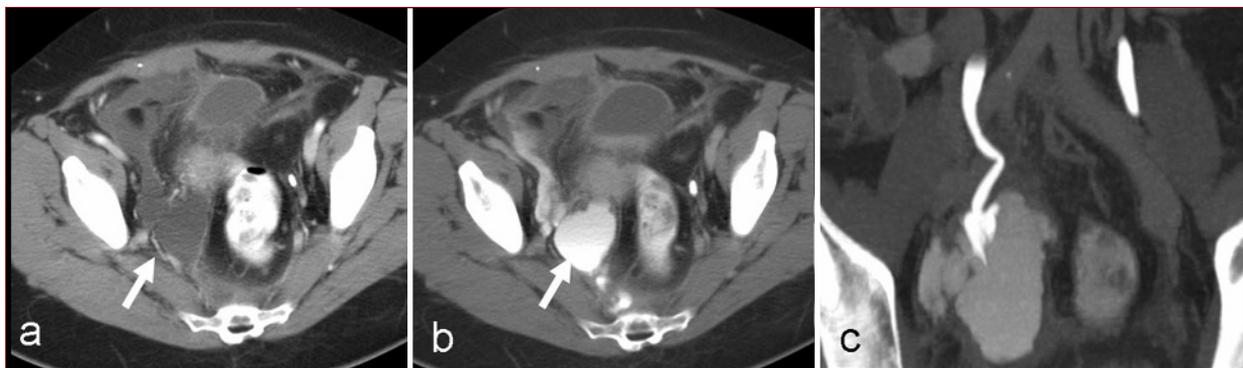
TC in fase venosa ed uro-TC con ricostruzioni MIP: raccolta fluida con spandimento di mdc nel suo contesto in continuità con l'uretere destro espressione della presenza di un leak ureterale con conseguente formazione di un urinoma pelvico in paziente in III giornata dopo intervento di prostatectomia radicale.
